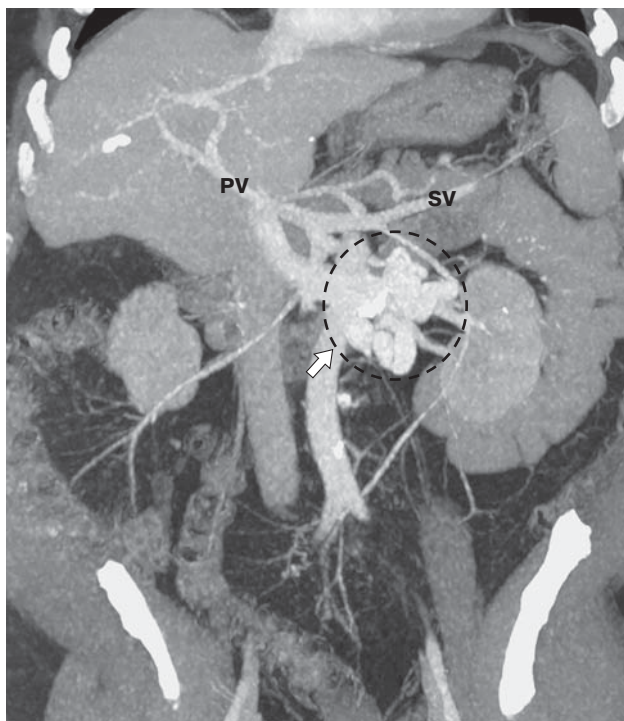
Компьютерная томограмма. Варикозно расширенные вены на уровне ДПК и тощей кишки, ЦП, спленомегалия. Окружностью и стрелкой указан конгломерат вен в области дистальных отделов ДПК. PV — воротная вена, SMV — верхняя брыжеечная вена, SV — селезеночная вена.
